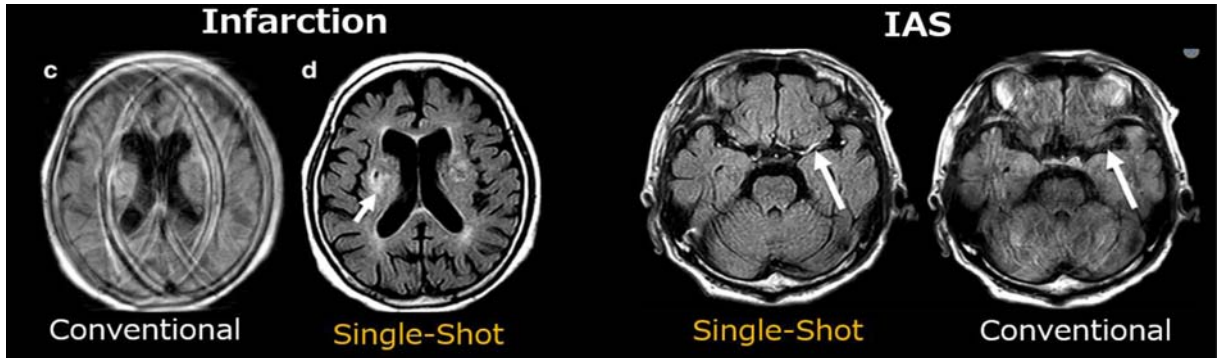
Single-Shot FSE FLAIR 参考文献3より引用
